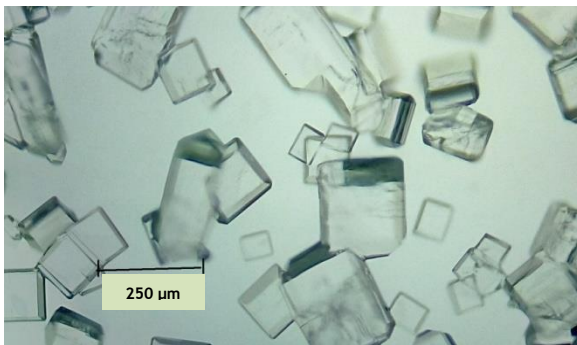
Effet de type de refroidissement sur la cristallisation de l'acide L+ ascorbique en présence d'ultrasons de basse fréquence (40 kHz).
